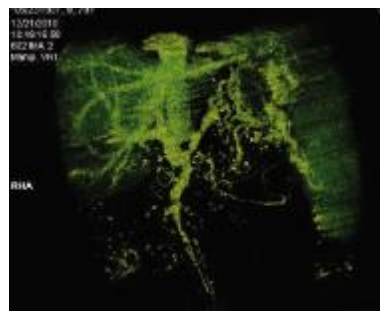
CTA 示脾静脉主干显示不清, 胃底、胃网膜静脉、胃左、右静脉及脾门区域静脉曲张明显. 胃左、右静脉汇入门静脉
